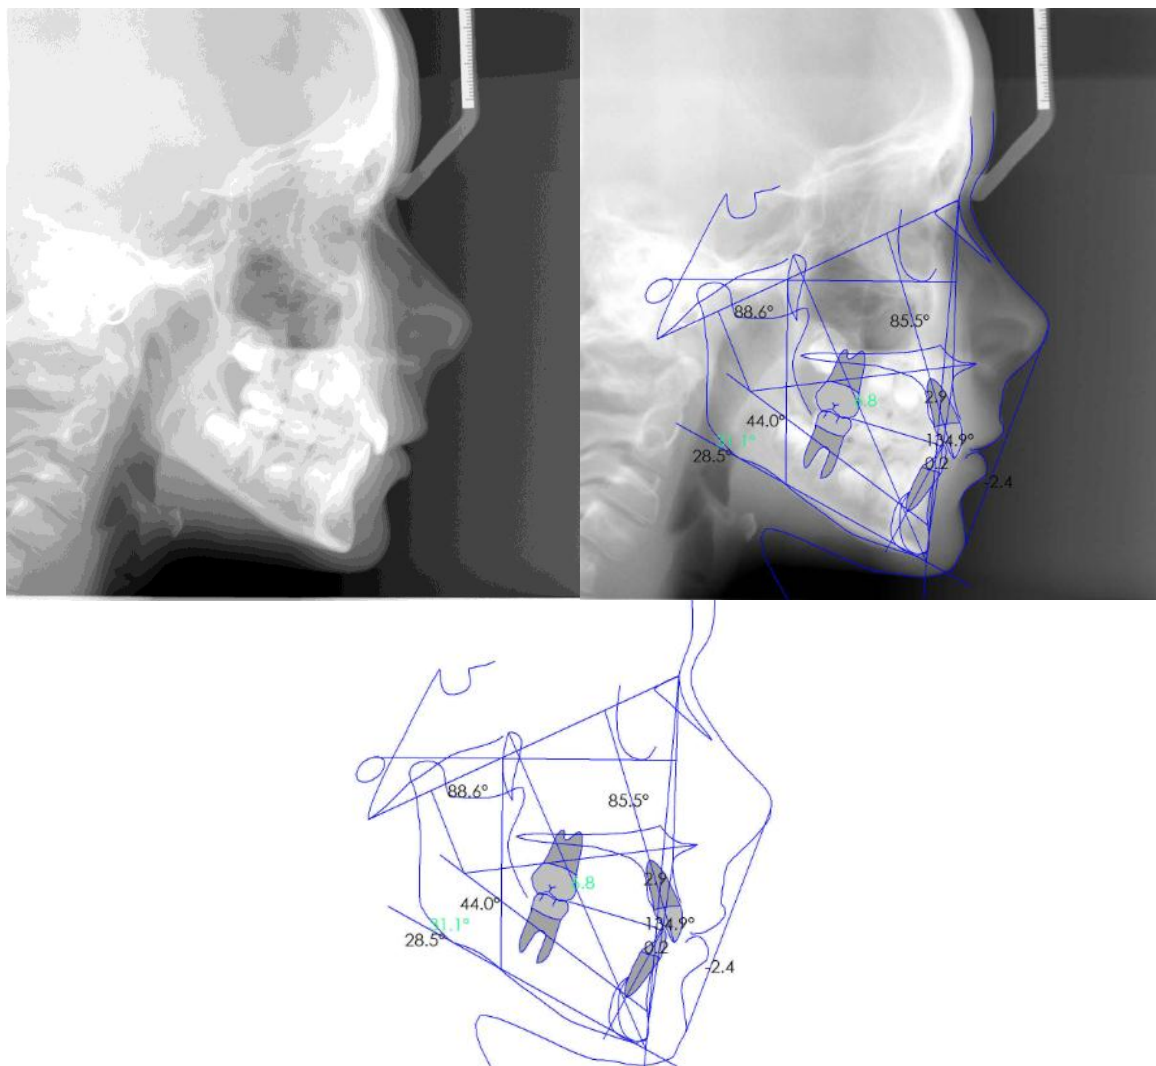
Telerradiografia lateral e Cefalometria resumida de Ricketts do Caso Clínico 1
